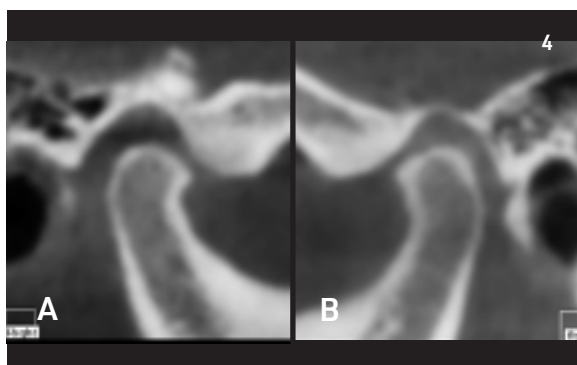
CBCT delle ATM di destra (a) e di sinistra (b)
